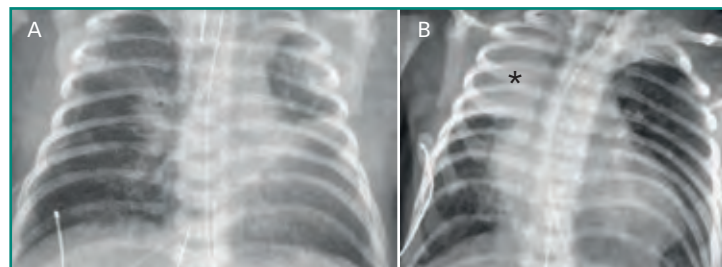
Síndrome de aspiración meconial. Niña de tres días de edad, postérmino, con aspiración de meconio. A: radiografía AP de tórax adquirida en el día 3 posparto que muestra hallazgos característicos: hiperinsuflación por atrapamiento aéreo, aumento de los volúmenes pulmonares (manifestado por aplanamiento diafragmático) y atelectasias subsegmentarias perihiliares; B: radiografía AP de tórax de la misma paciente, adquirida al día siguiente, tras extubación. Hay un nuevo colapso en el lóbulo superior derecho (asterisco) con pérdida de volumen y desviación/retracción mediastínica hacia la derecha, compatibles con atelectasia lobar.
